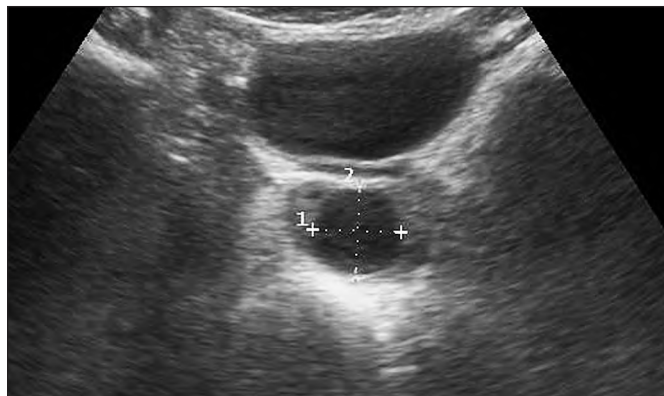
УЗИ – киста предстательной железы.
